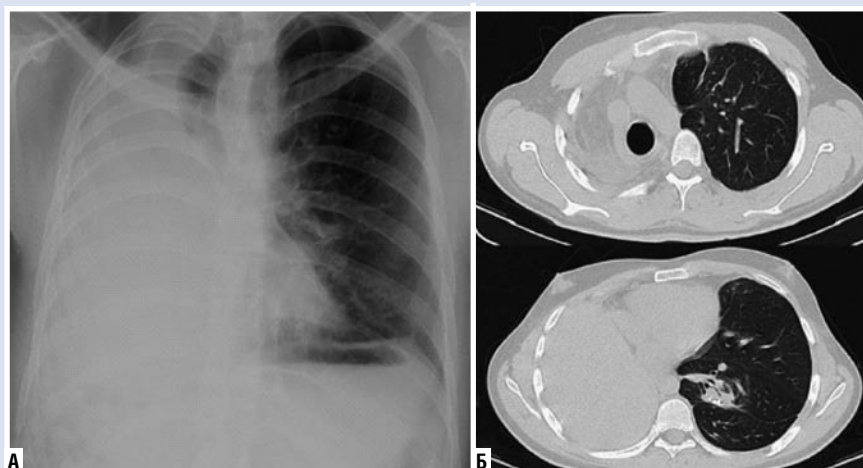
Рентгенография (А) и КТ (Б) через 3 месяца.
